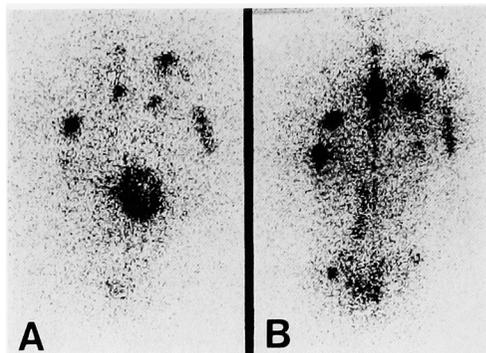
^{131}I -MIBG whole body scintigrams (A: before therapy, B: after adrenalectomy and chemotherapy) show multiple abnormal accumulation of radioactivity.
